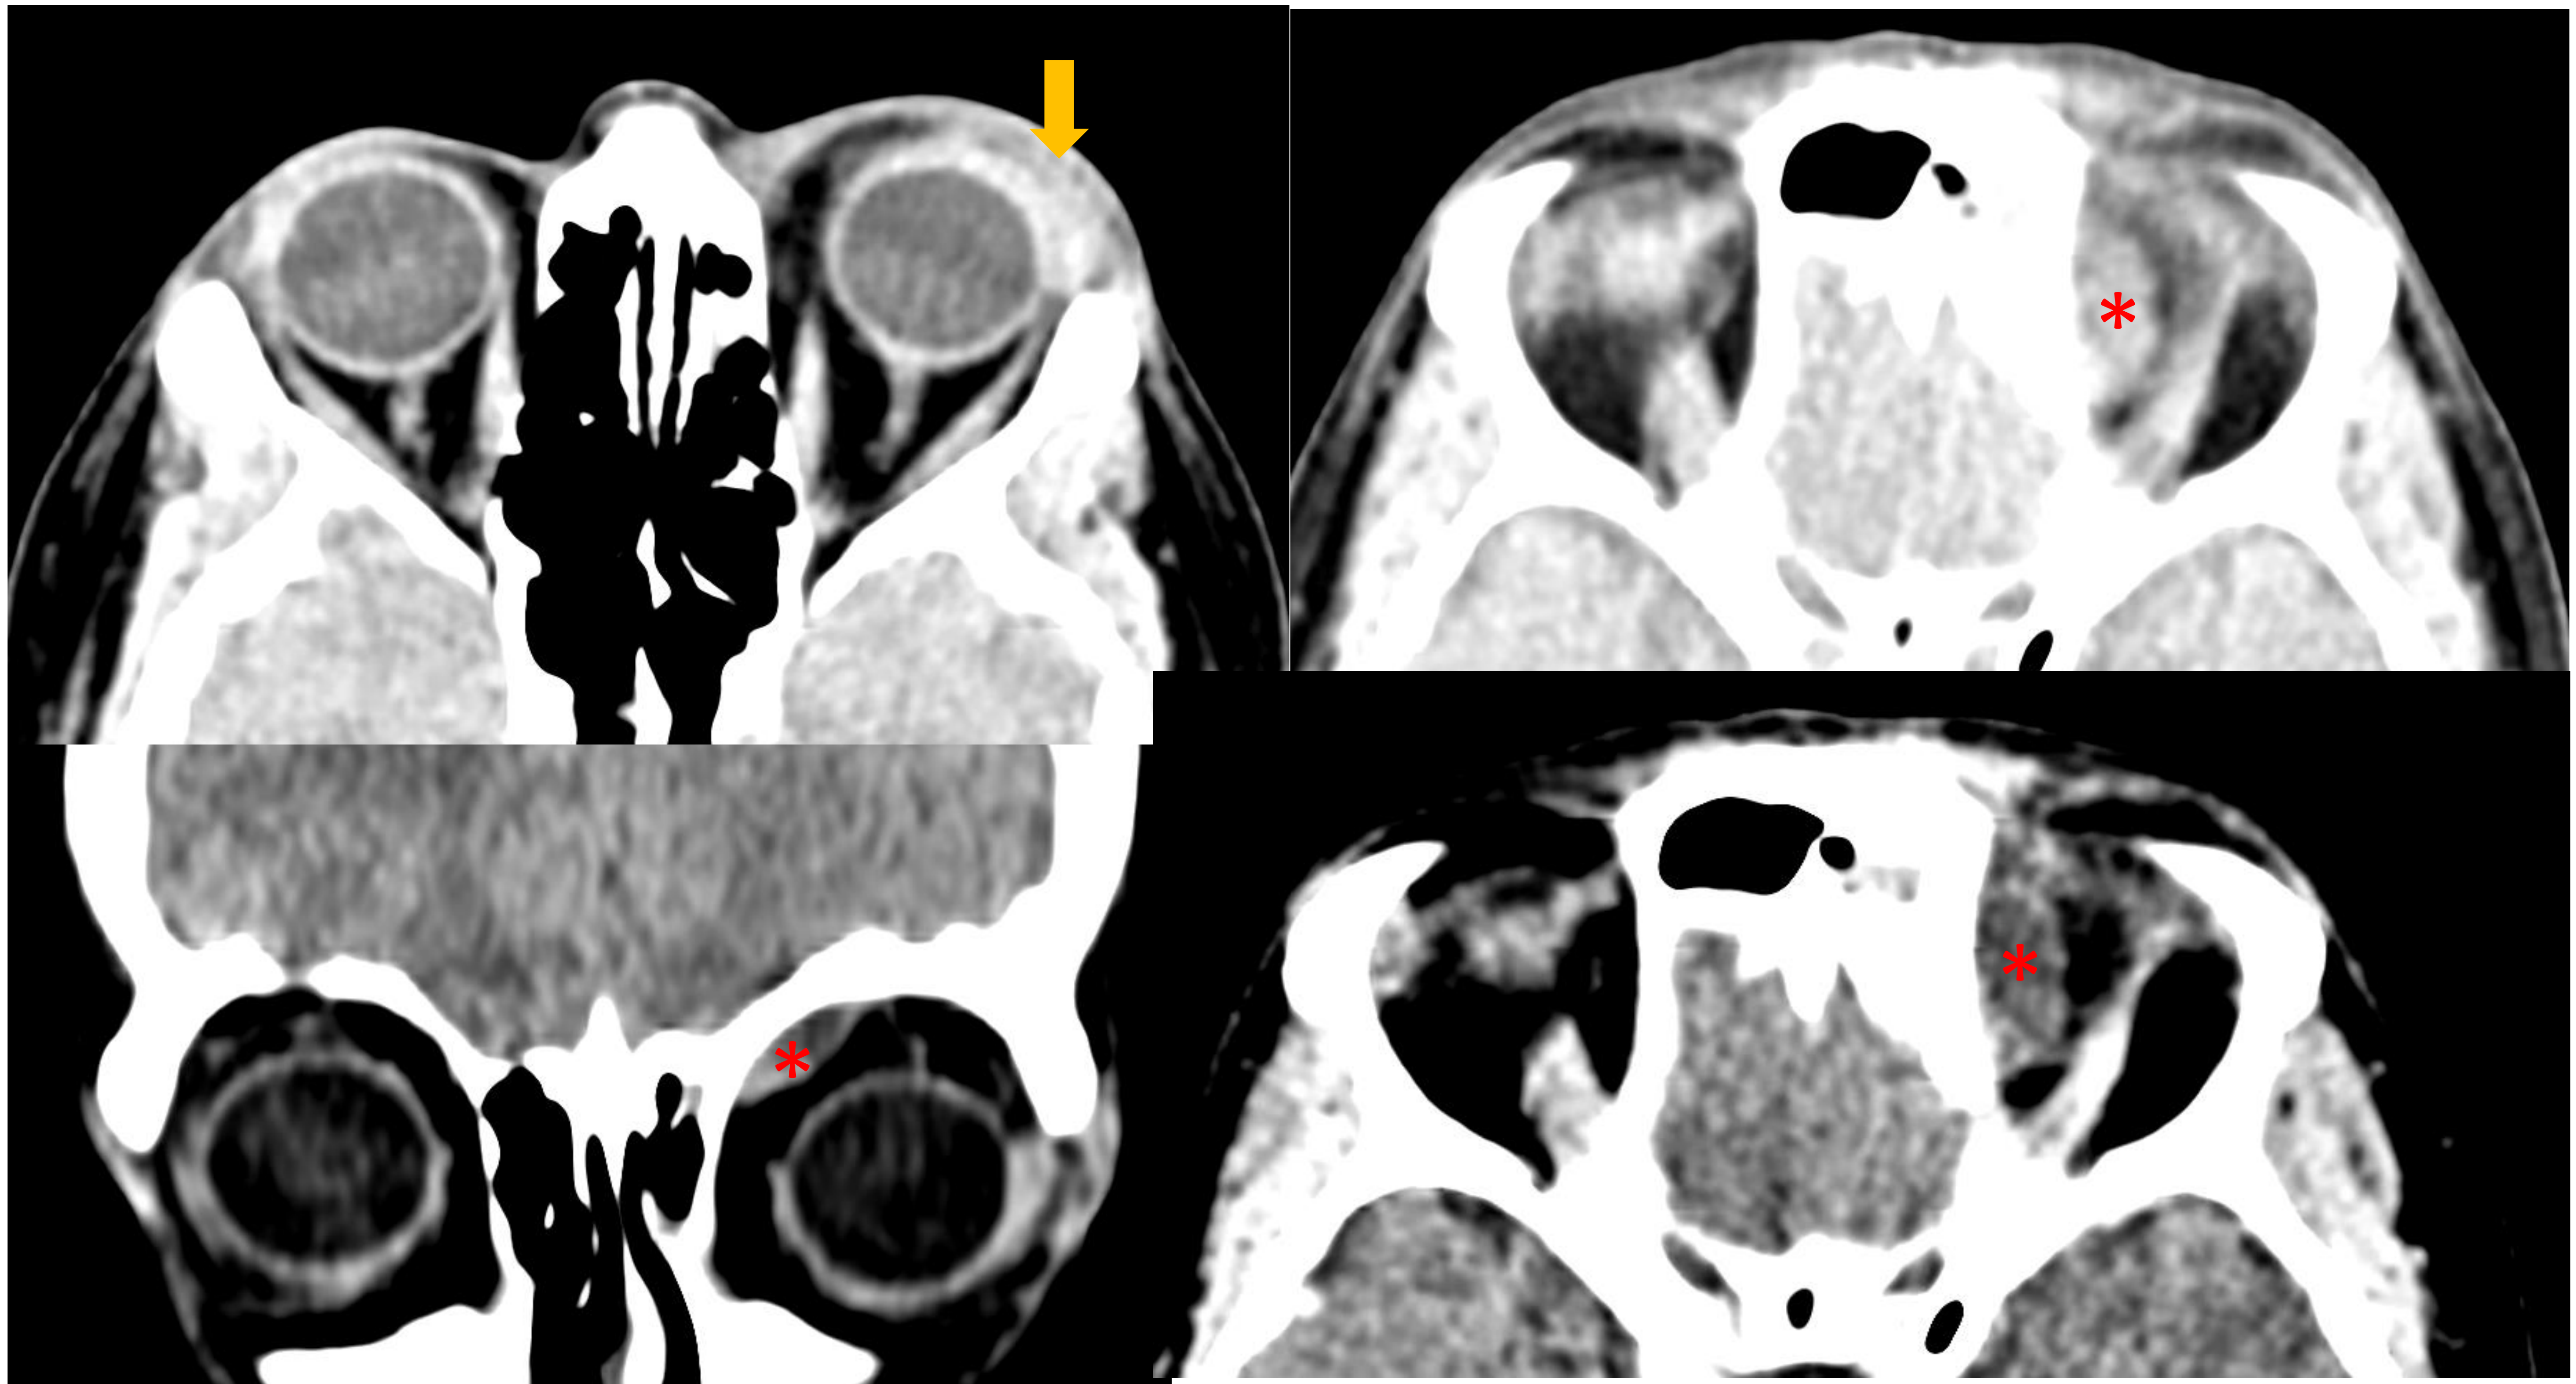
Estudio TC axial sin y con contraste en el que se estudia una cefalea. En las imágenes se aprecia un aumento de densidad del espacio preseptal izquierdo (flecha amarilla), y una lesión nodular (*) en el espacio post-septal extraconal, que parece captar periféricamente, aunque de forma muy tenue, hallazgos sugestivos de celulitis pre y postseptal con absceso extraconal izquierdo.
